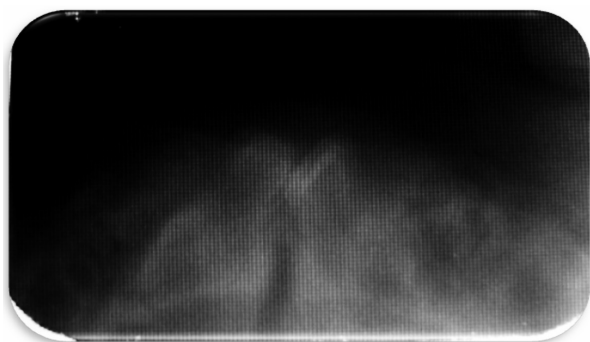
Radiografia oclusal na qual foi constatado que os dentes eram os elementos 71 e 81 (dentição decídua)
